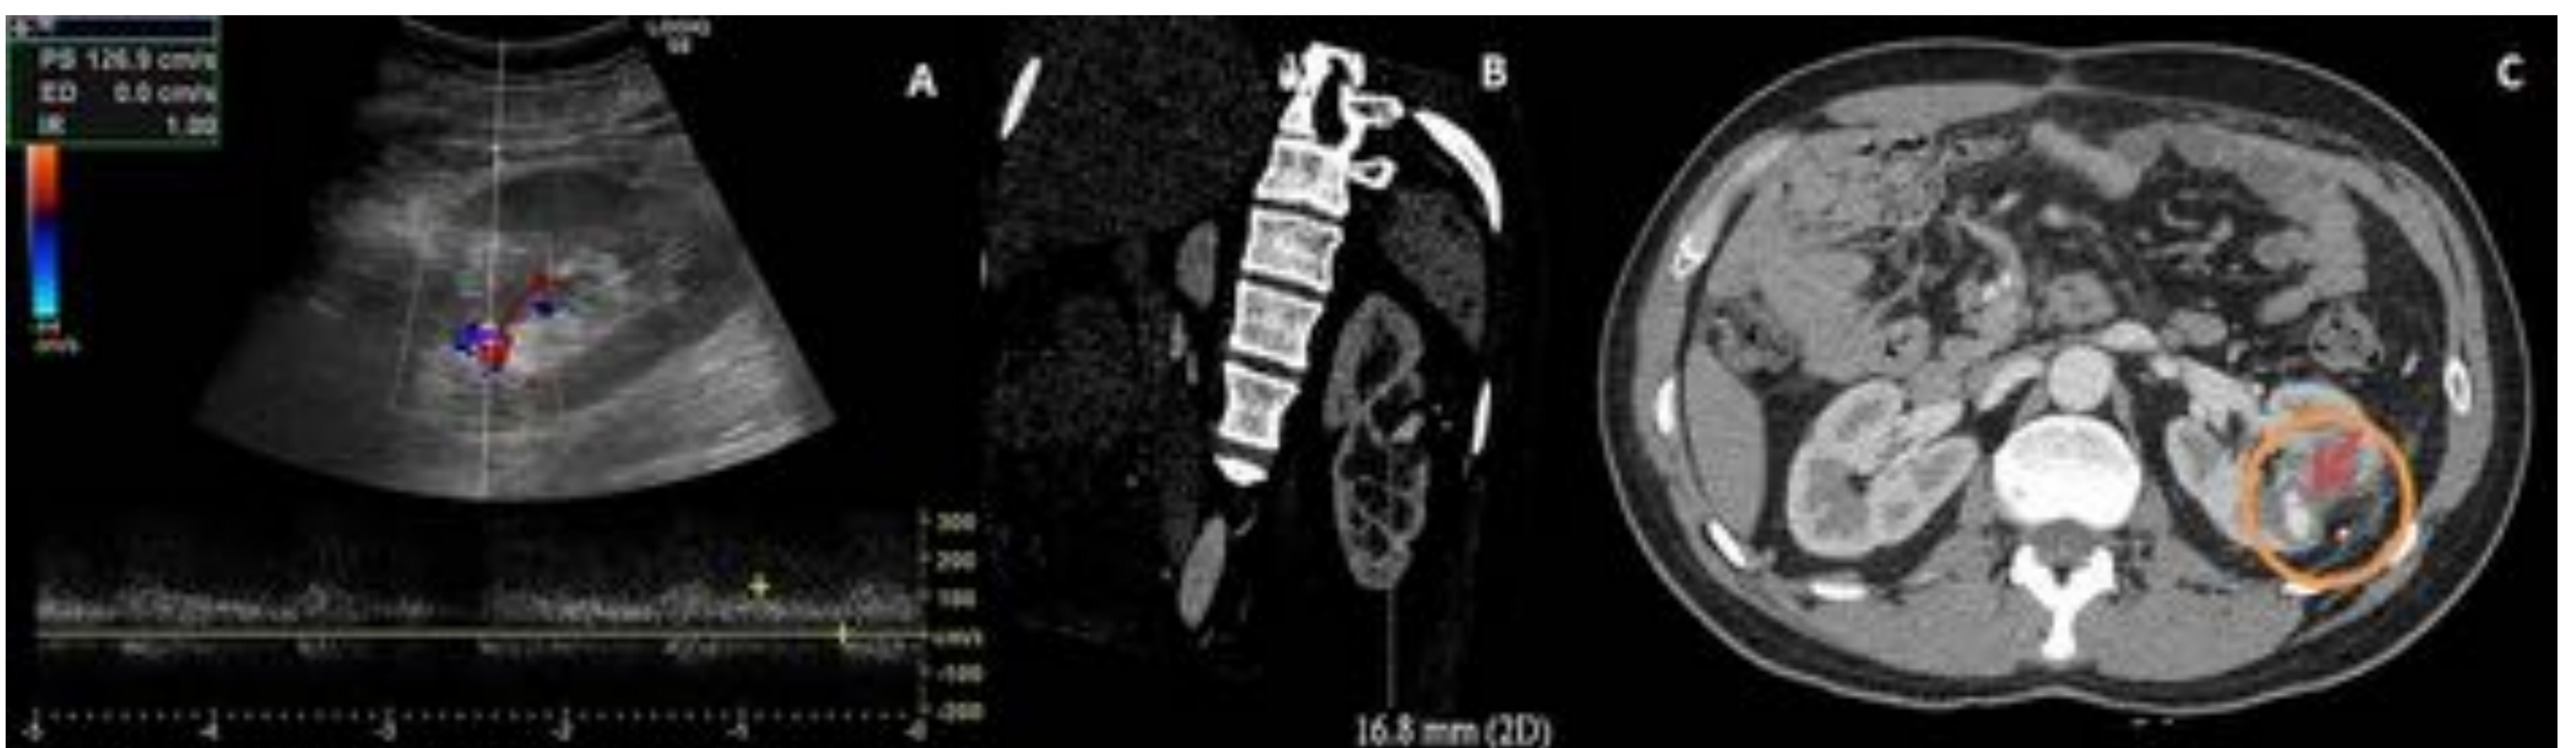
PSA en la arteria renal post-tratamiento quirúrgico. (A) La ecografía Doppler muestra flujo sanguíneo en el interior del PSA. (B) Imagen coronal de TC que muestra un PSA con un diámetro de 1,7 cm. (C) Imagen axial de TC que muestra un PSA (flecha) en el lecho quirúrgico (círculo).
